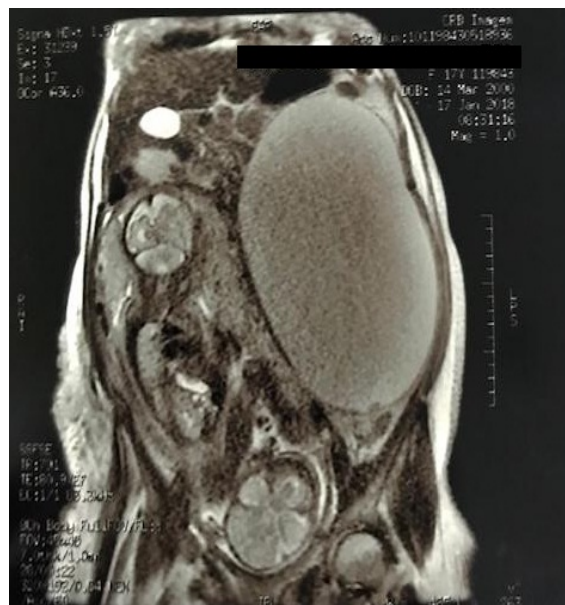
Útero com gravidez gemelar e massa ovariana, em secção transversal de MRI
